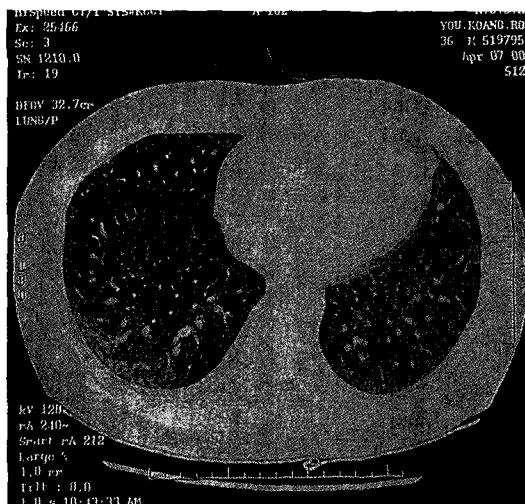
Chest CT scans reveals diffuse ground-glass appearance in whole lung fields.
